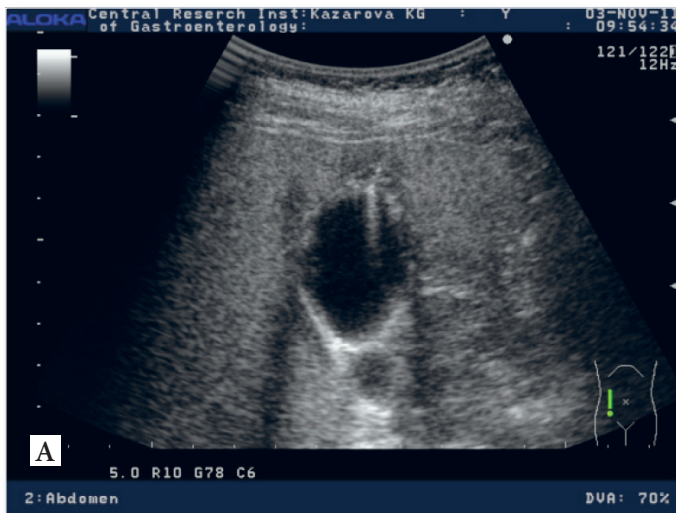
УЗИ. Диффузная форма АММ желчного пузыря.
